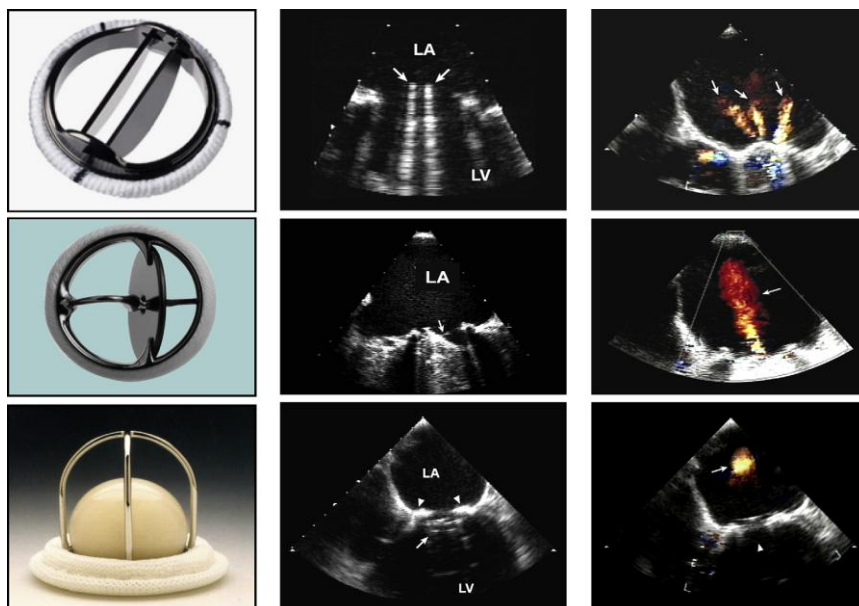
Exemplos de válvulas mecânicas (de cima para baixo): duplo folheto, folheto único e “Ball and Cage”. Ao lado são apresentadas características ecocardiográficas transesofágicas na posição mitral em diástole (meio) e sístole (direita). As setas em diástole apontam para o mecanismo oclusivo da válvula e em sístole para a característica regurgitante fisiológico de cada válvula. Imagem retirada de “Recommendations for Evaluation of Prosthetic Valves With Echocardiography and Doppler Ultrasound”, William 2009
